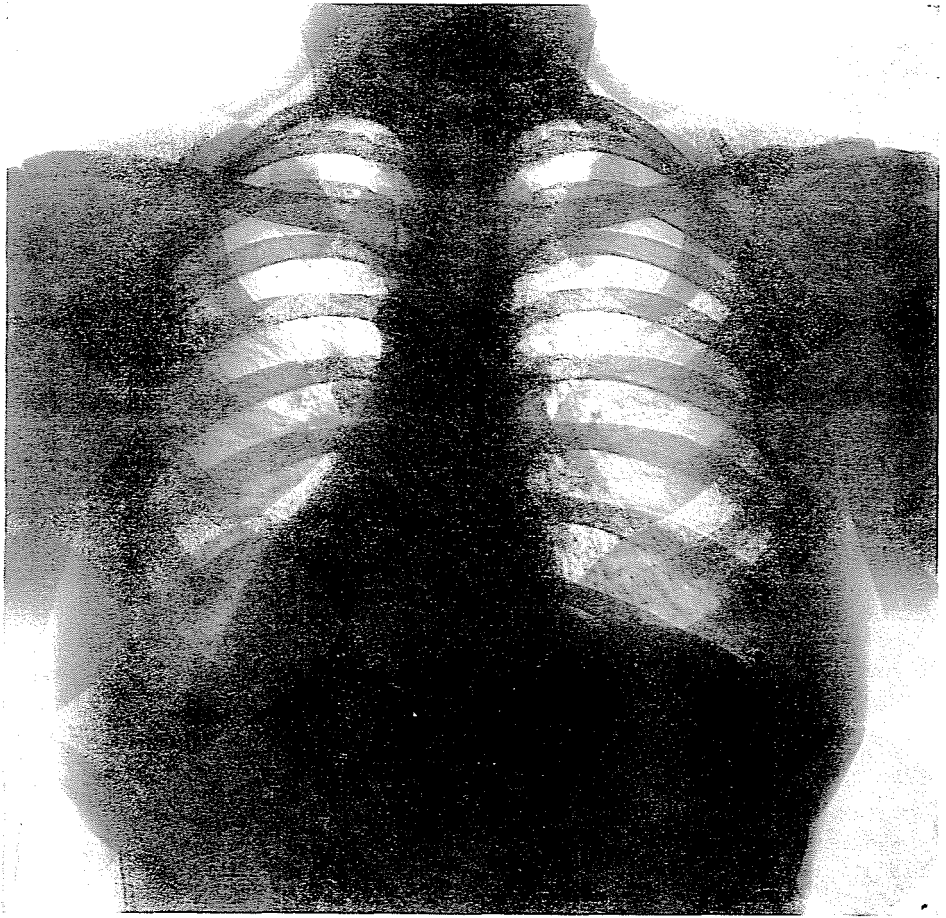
Рентгеновский снимок грудной клетки того же лица, изготовленный обычными факторами (70 kV) без растра
